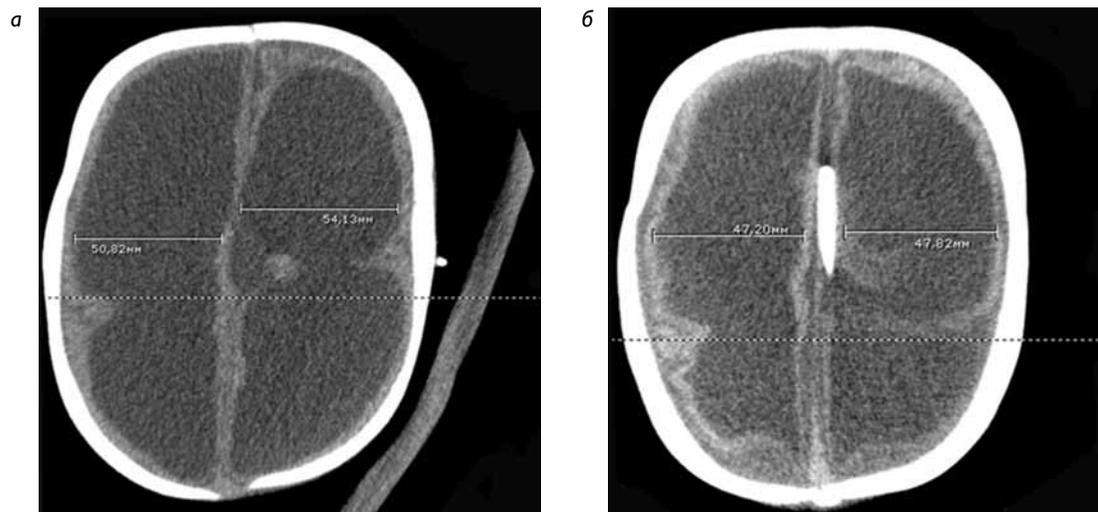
МСКТ головного мозга: а – до оперативного вмешательства; б – на 5-е сутки после шунтирования
